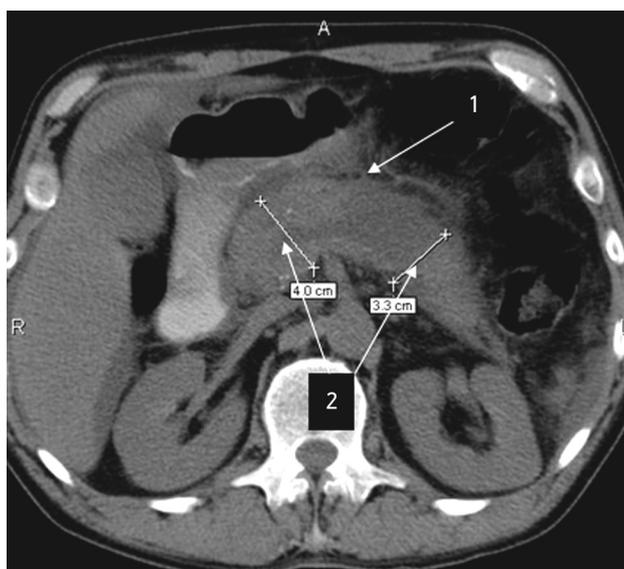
Компьютерная томография органов брюшной полости той же больной до начала лечения.
